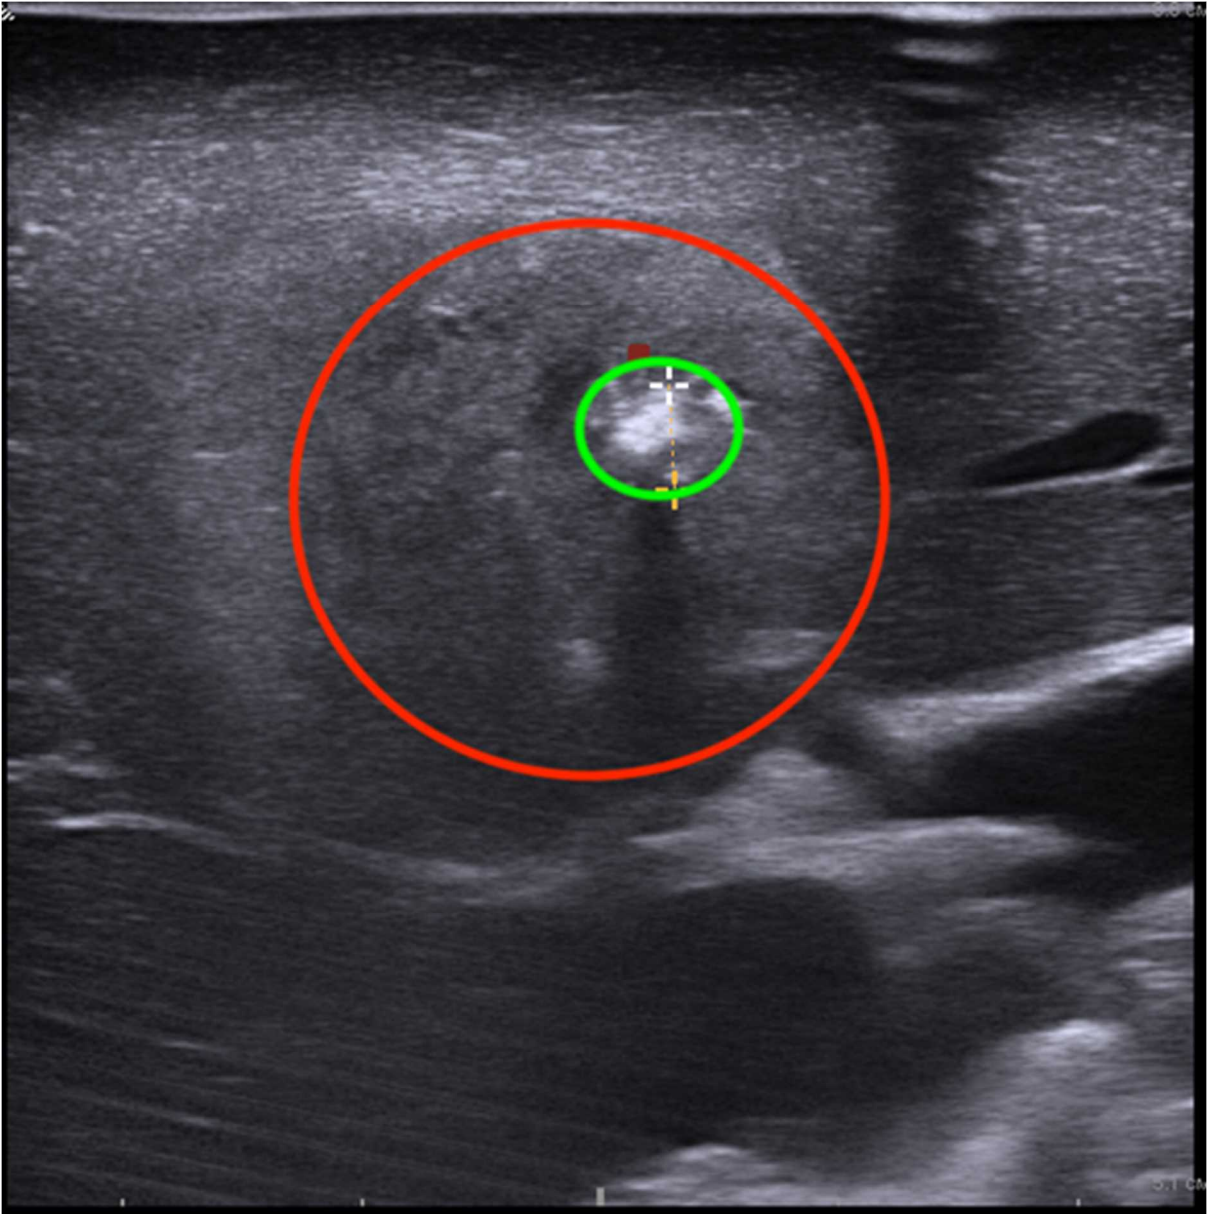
臨床症例の超音波データ（図 19 に続く）。肝臓のセグメント 5 の転移性壊死の域（赤い円）の可視化で、1 分で達成された。（緑色の円）。
